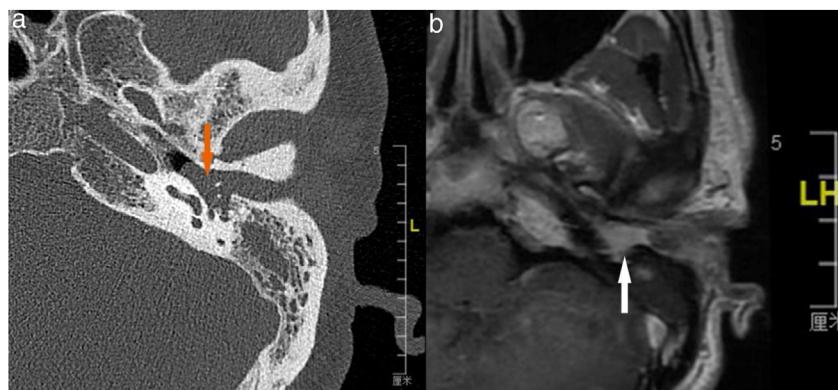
TC e RM do osso temporal do Caso 6. TC de alta resolução e RM do osso temporal com contraste mostram a lesão preenchida no canal auditivo externo e tímpano, engloba a cadeia ossicular com absorção parcial (a, TC axial), e moderadamente aumentada com administração de gadolínio na RM do osso temporal (b, RM axial).
